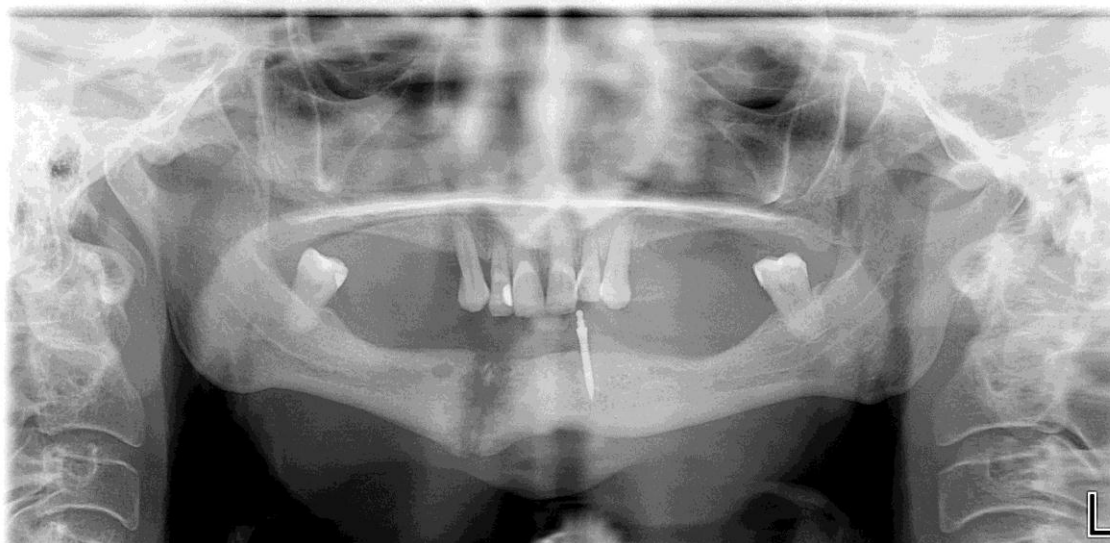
Ortopantomografia de controlo da OMIB realizada a 27-03-2012
